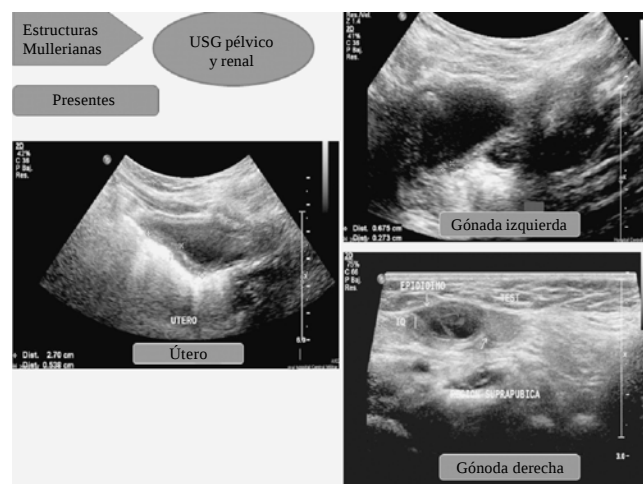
Ultrasonido abdomino pélvico que mostró presencia de útero, imagen compatible con ovario izquierdo y en región suprapúbica derecha imagen sugestiva de testículo y quistes (gónada derecha).
